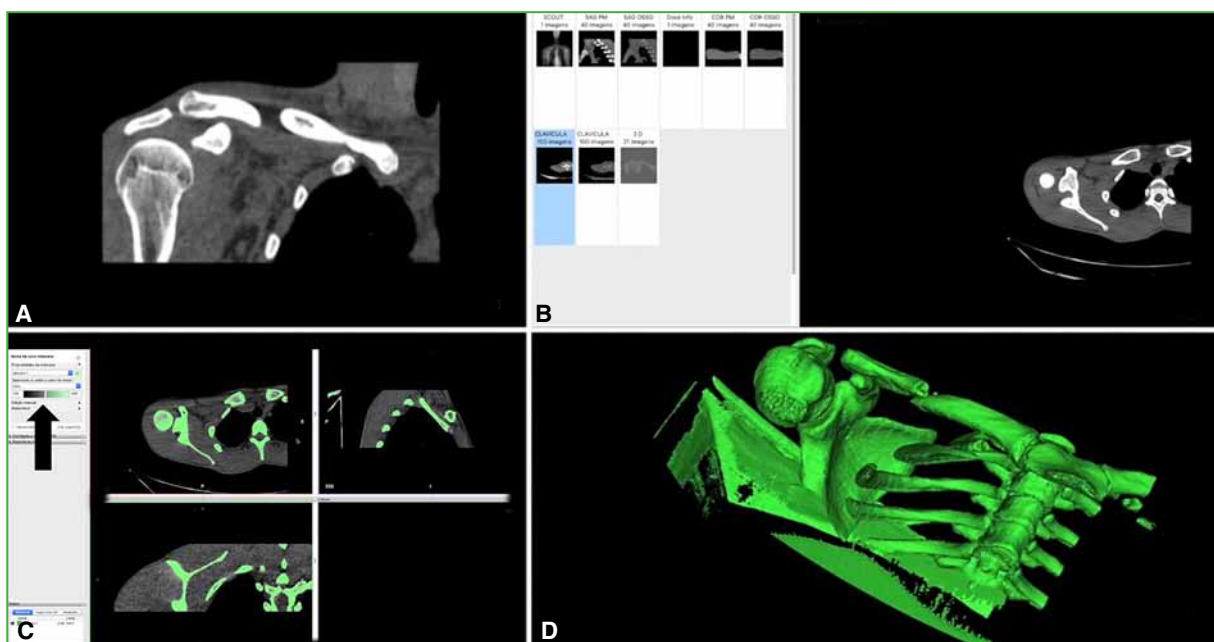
A. Imagen de tomografía computarizada. B. Selección de ventana de partes blandas. C. Selección de estructuras óseas (flecha negra). D. Estructuras seleccionadas.
